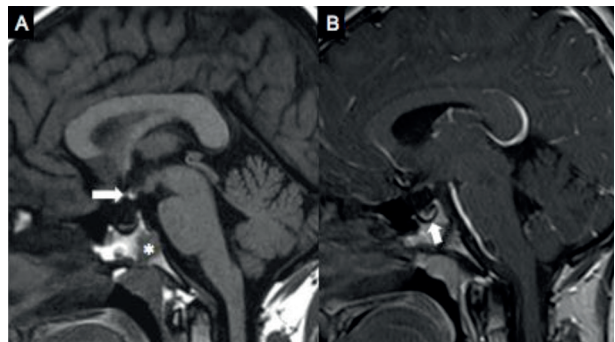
Ressonância magnética crânio-encefálica. O corte sagital mediano T1 sem contraste (A) evidencia ectopia da neurohipófise (posicionada no pavimento do III ventrículo) (seta branca) e imaturidade / ausência de fusão da sincondrose esfeno-occipital (*). O corte sagital mediano T1 com contraste (B) confirma ausência da haste hipofisária e hipoplasia da adenohipófise (seta branca).
